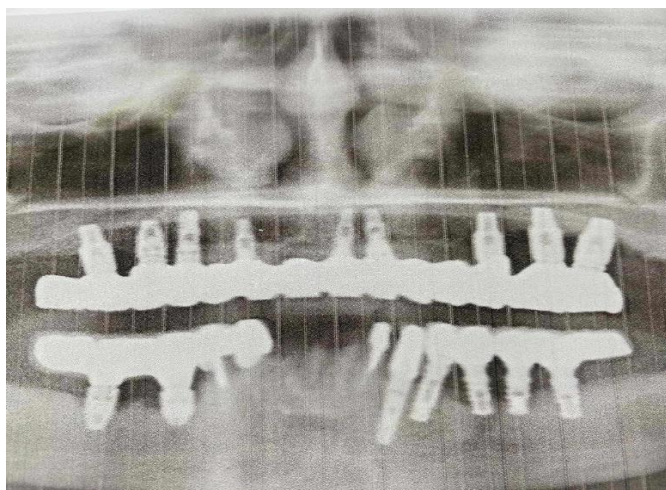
Рентгенографія пацієнта хворого на періімплантит
